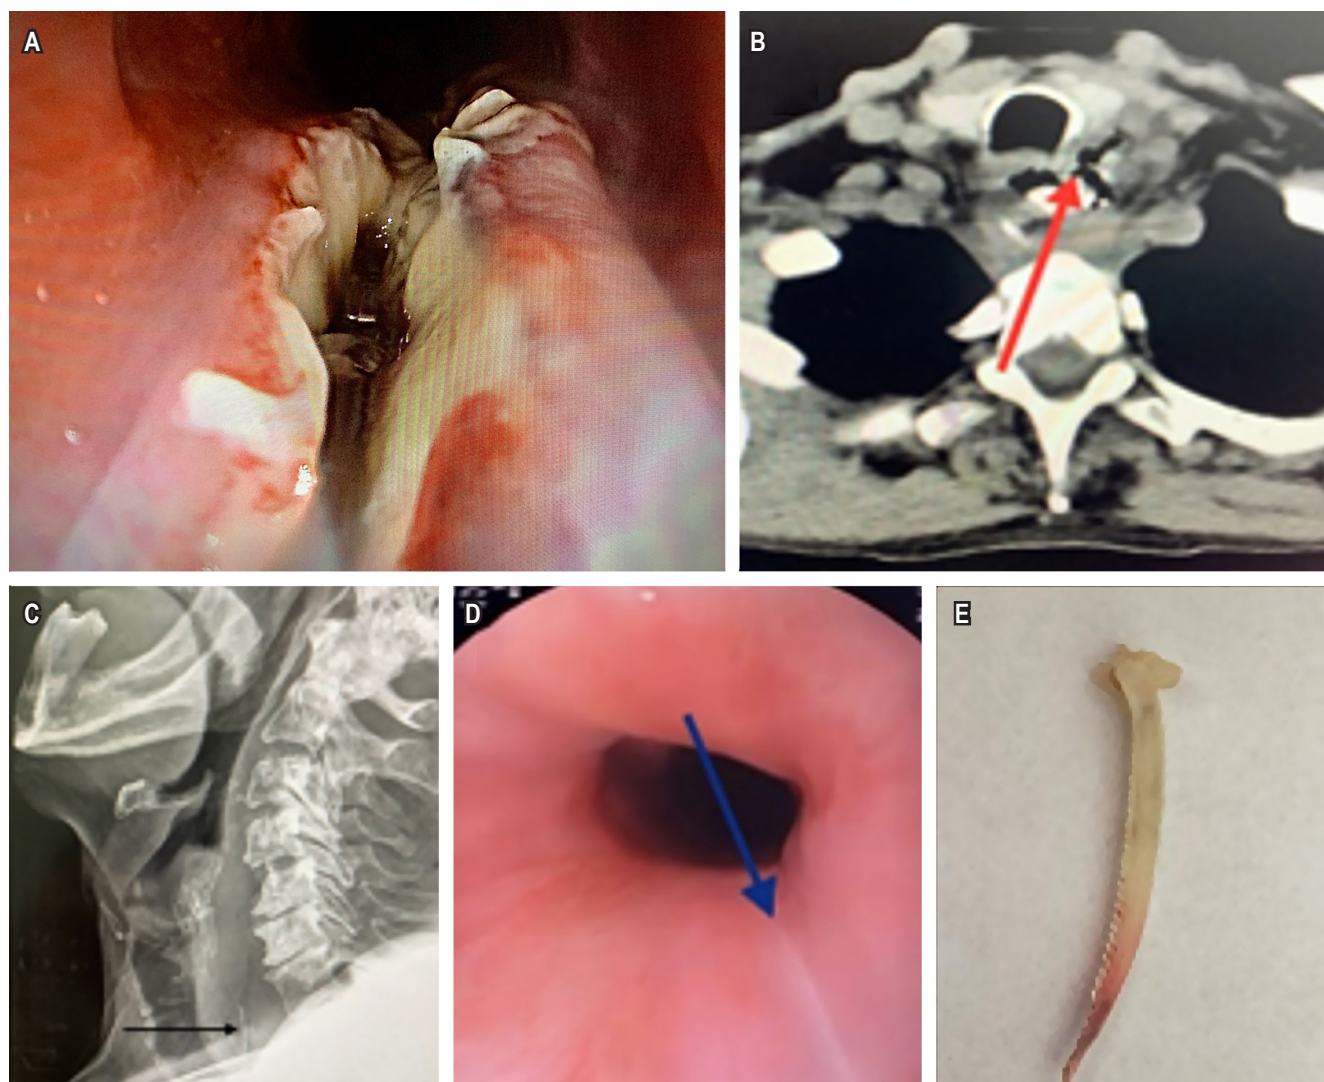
Cuerpo extraño ubicado en el esófago. A. Perforación longitudinal del esófago. B y C. Tomografía y radiografía que muestran el cuerpo extraño en el espacio retrofaríngeo. D. Cicatrización observada en la endoscopia de control. E. Cuerpo extraño extraído. Imágenes propiedad de los autores.
